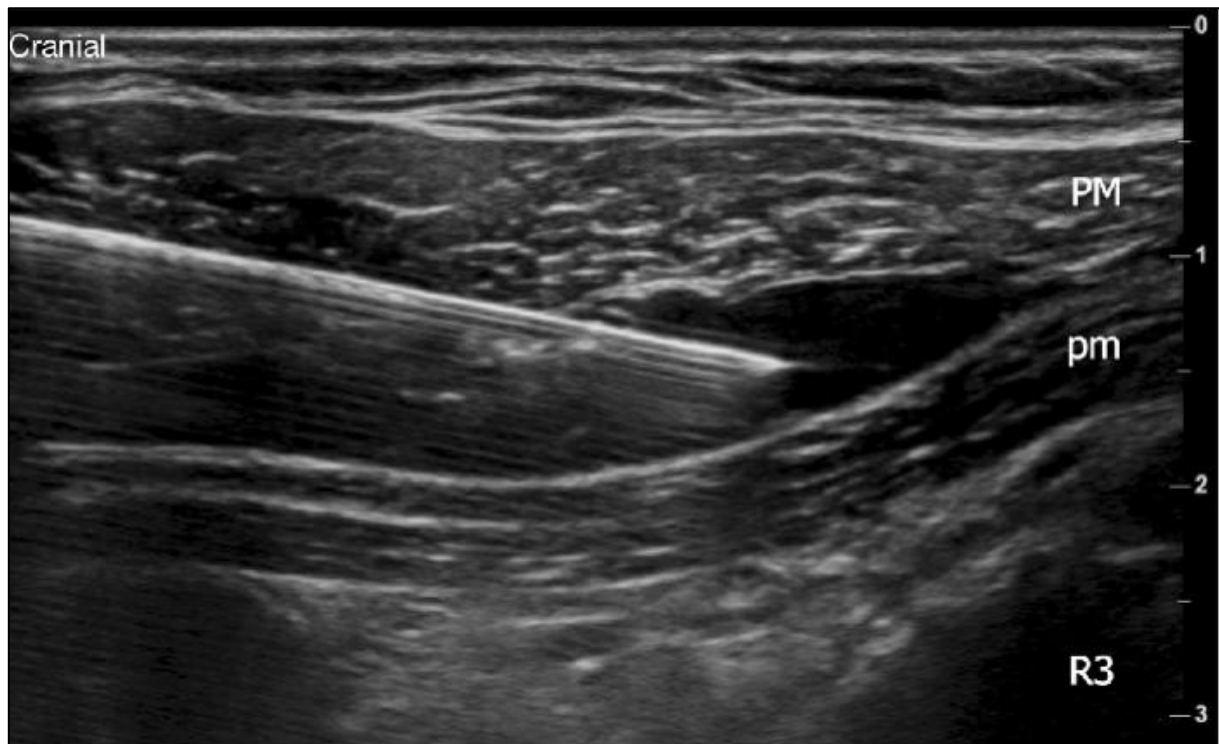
Image échographique du bloc Pecs 1 montrant une dissémination d'anesthésie locale entre le muscle grand pectoral et le muscle mineur.
